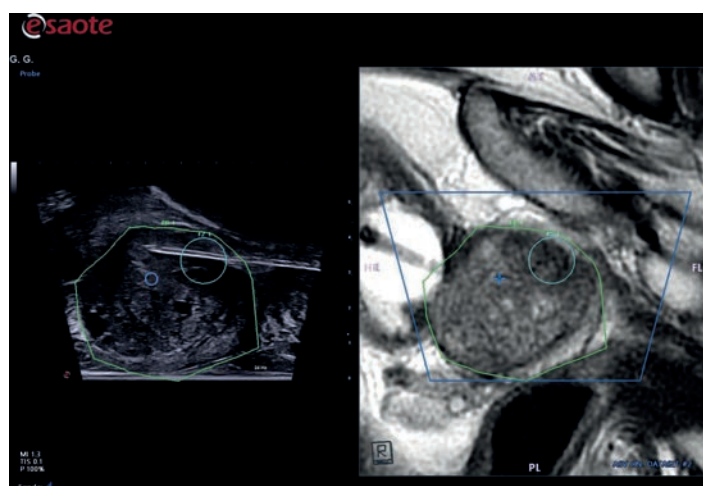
Пример трансперинеальной биопсии. После взятия образцов из целевой области, врач переходит к системной биопсии железы (со взятием около 12 образцов) для того, чтобы перекрыть области с любыми поражениями, не видимыми на МРТ изображении.
